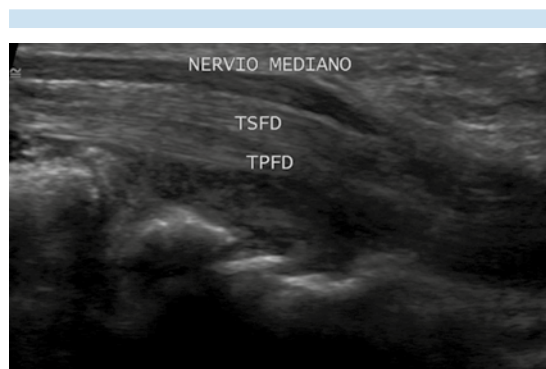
Imagen ultrasonográfica longitudinal: relación anatómica que guarda el nervio mediano con los tendones flexores superficial (TSFD) y profundo (TFPD) de los dedos; la ecogenicidad del nervio es menor.
